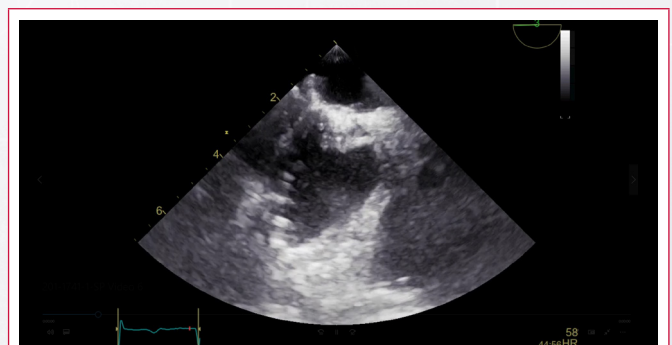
Ecocardiografía transtorácica (ETT). Zoom de vista paraesternal izquierda, eje largo, donde se observa seno coronario (SC) dilatado: mide 0,9 x 2,2 cm
